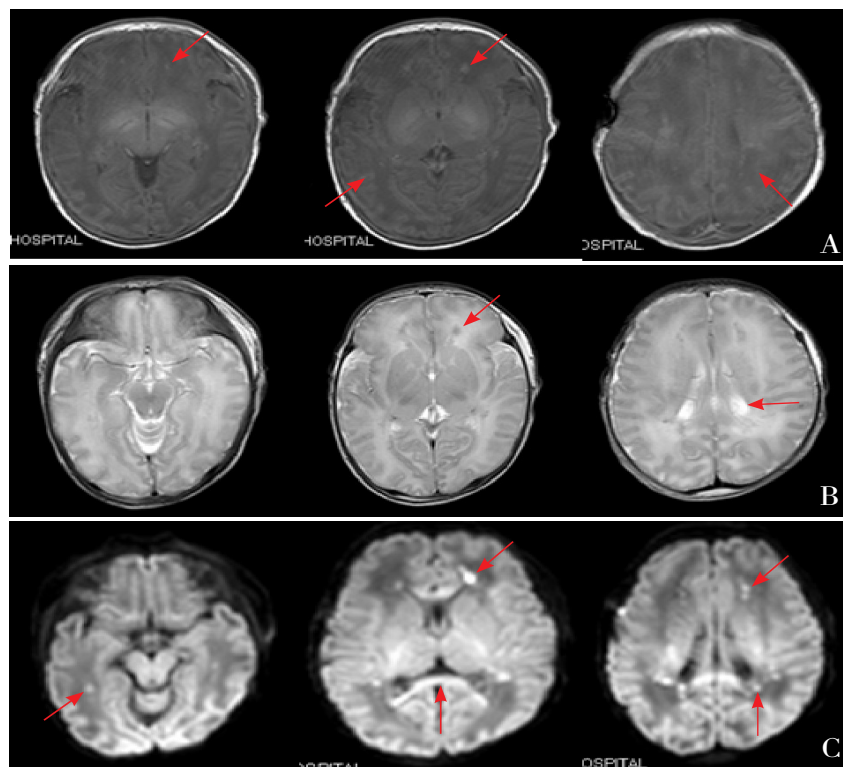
广泛性脑白质损伤 39⁺周男孩, 肩难产, Apgar 评分 1 min 5 分, 5 min 9 分, 经面罩通气, 胸外按压及肾上腺素复苏 (窒息复苏评分 8 分), 4 d 后行头颅 MRI 检查。A, B: 侧脑室前角、后脚及半卵圆中心异常 T1 高信号, T2 低信号改变。C: MRIDWI 序列可见侧脑室前角、后脚、半卵圆中心及胼胝体膝部、压部均可见异常高信号 (箭头所示)。
